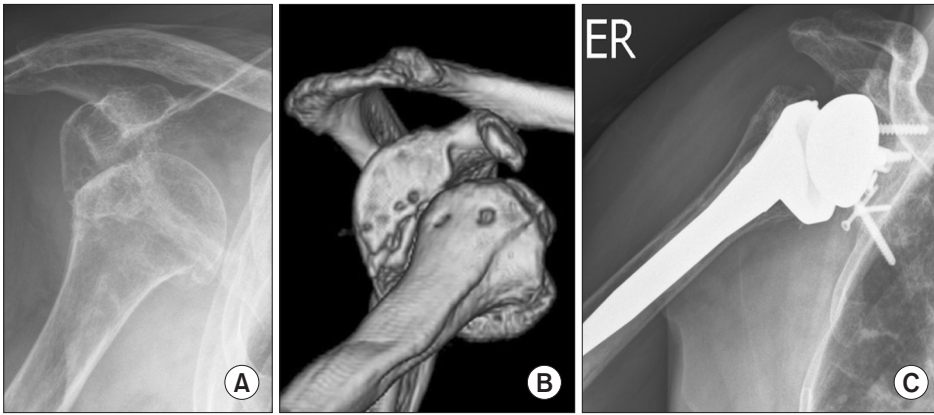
(A) Dislocation at 3 months after arthroscopic rotator cuff repair and Bankart repair. (B) Type 2 locked dislocation and loss of glenoid in 3-dimensional computed tomography. (C) Six months after reverse total shoulder arthroplasty with autogenous bone graft.
